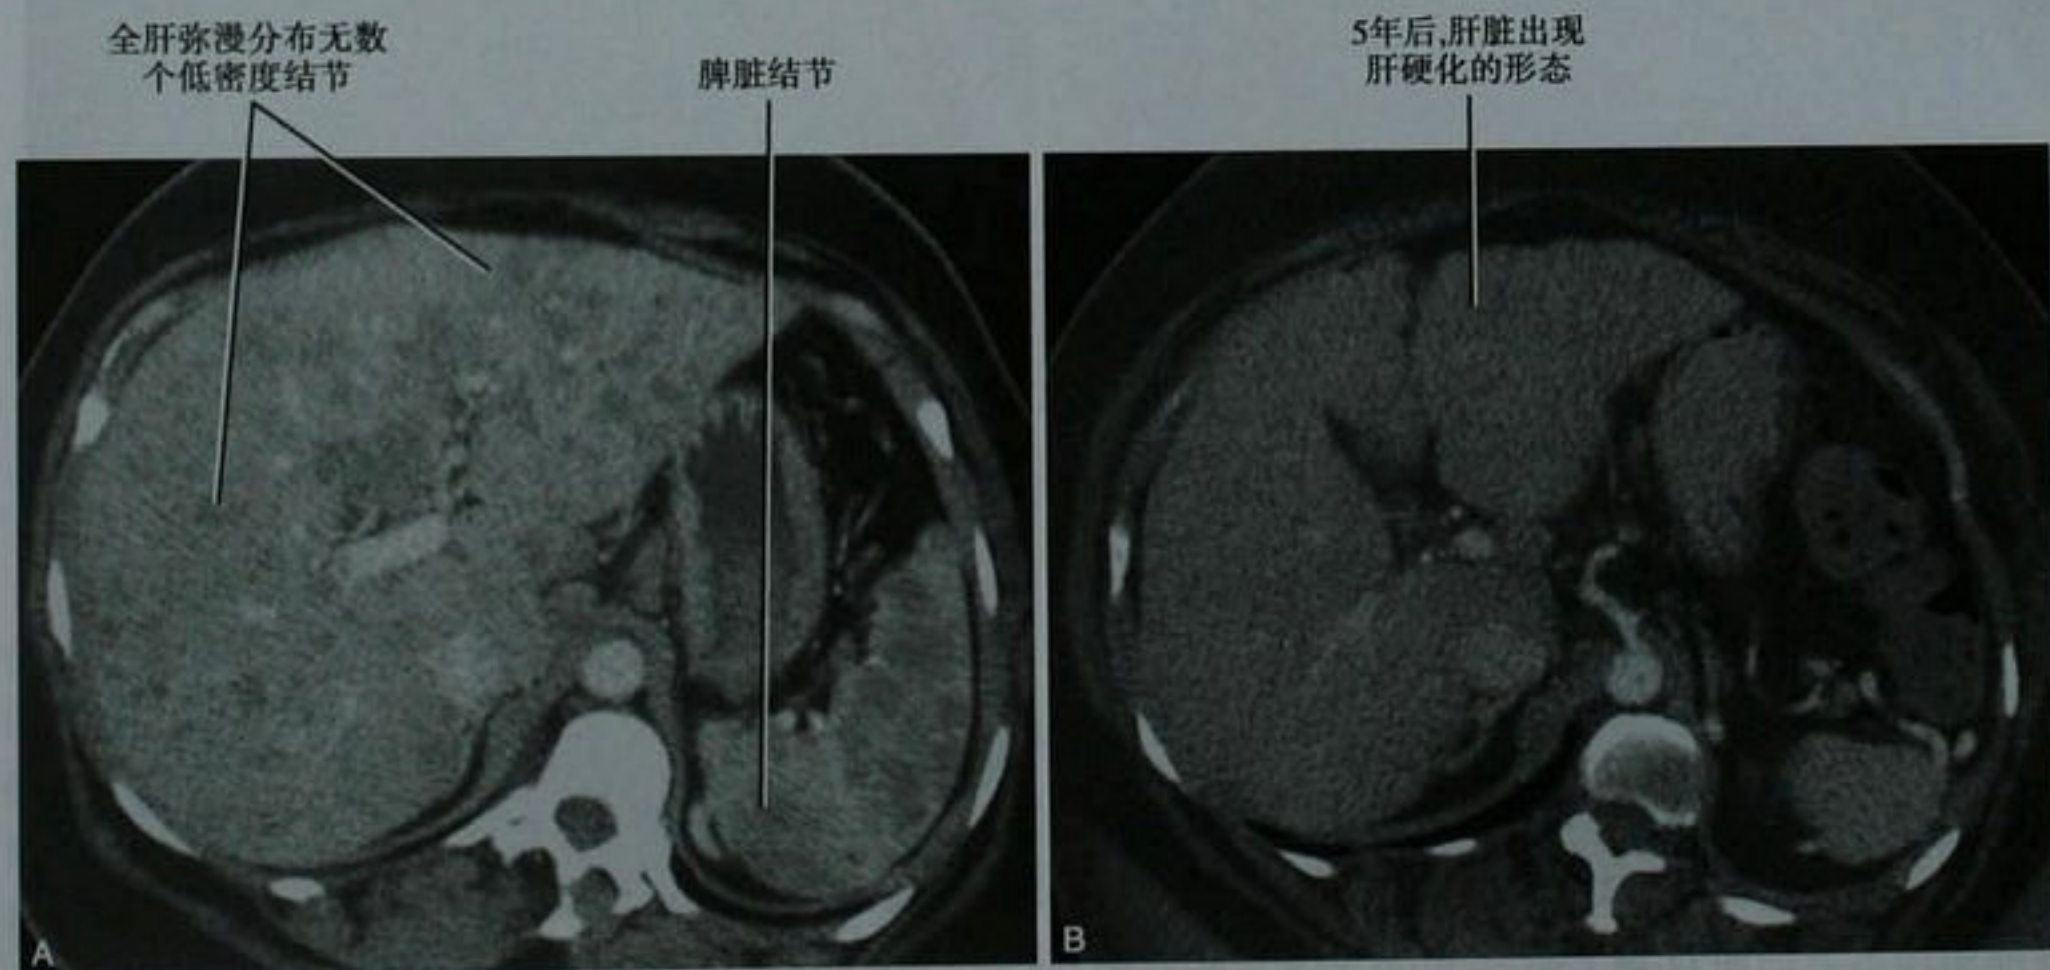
结节病患者上腹部增强轴位 CT,初诊时图像(A)和5年后图像(B)
